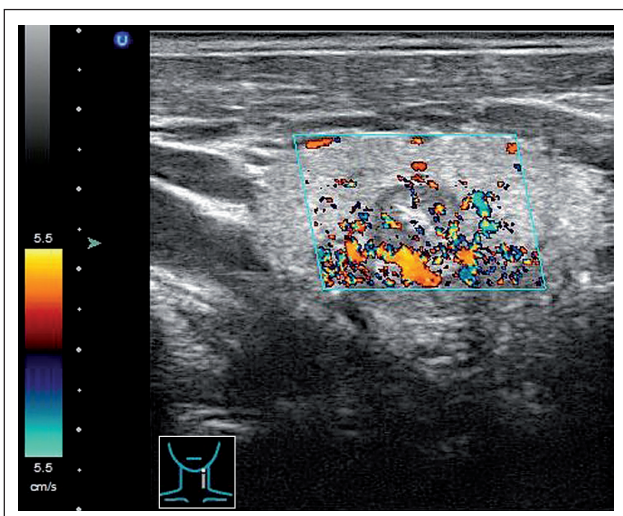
78-jähriger Patient mit einem 1,3 cm papillären Schilddrüsenkarzinom links zentro-lateral. Die Dopplersonographie zeigt eine diffuse intranoduläre Hypervaskularisation.
